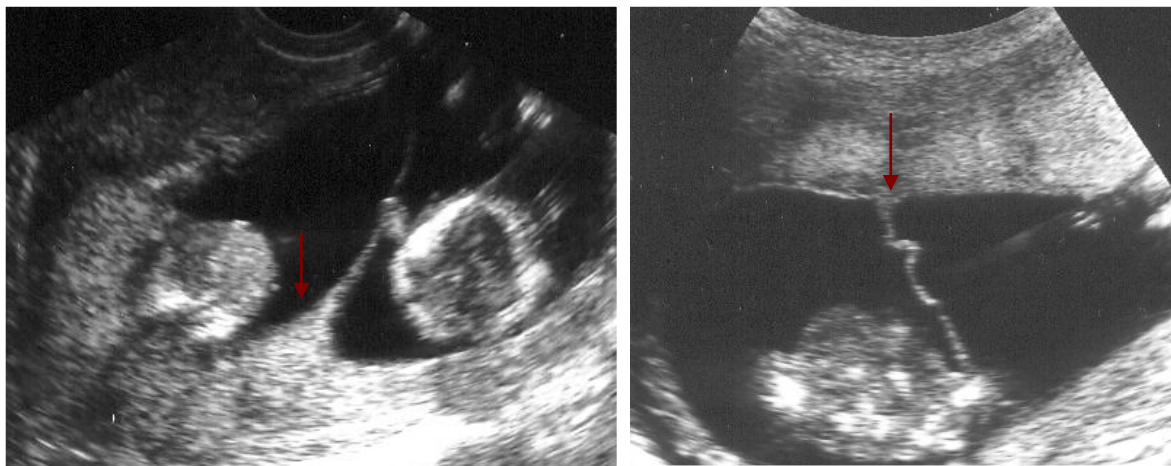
(D'esquerra a dreta) Ecografia de bessons amb el signe landa (A), per tant, bicorials i de bessons amb el signe T, per tant, monocorials. La fletxa senyala el signe corresponent.
